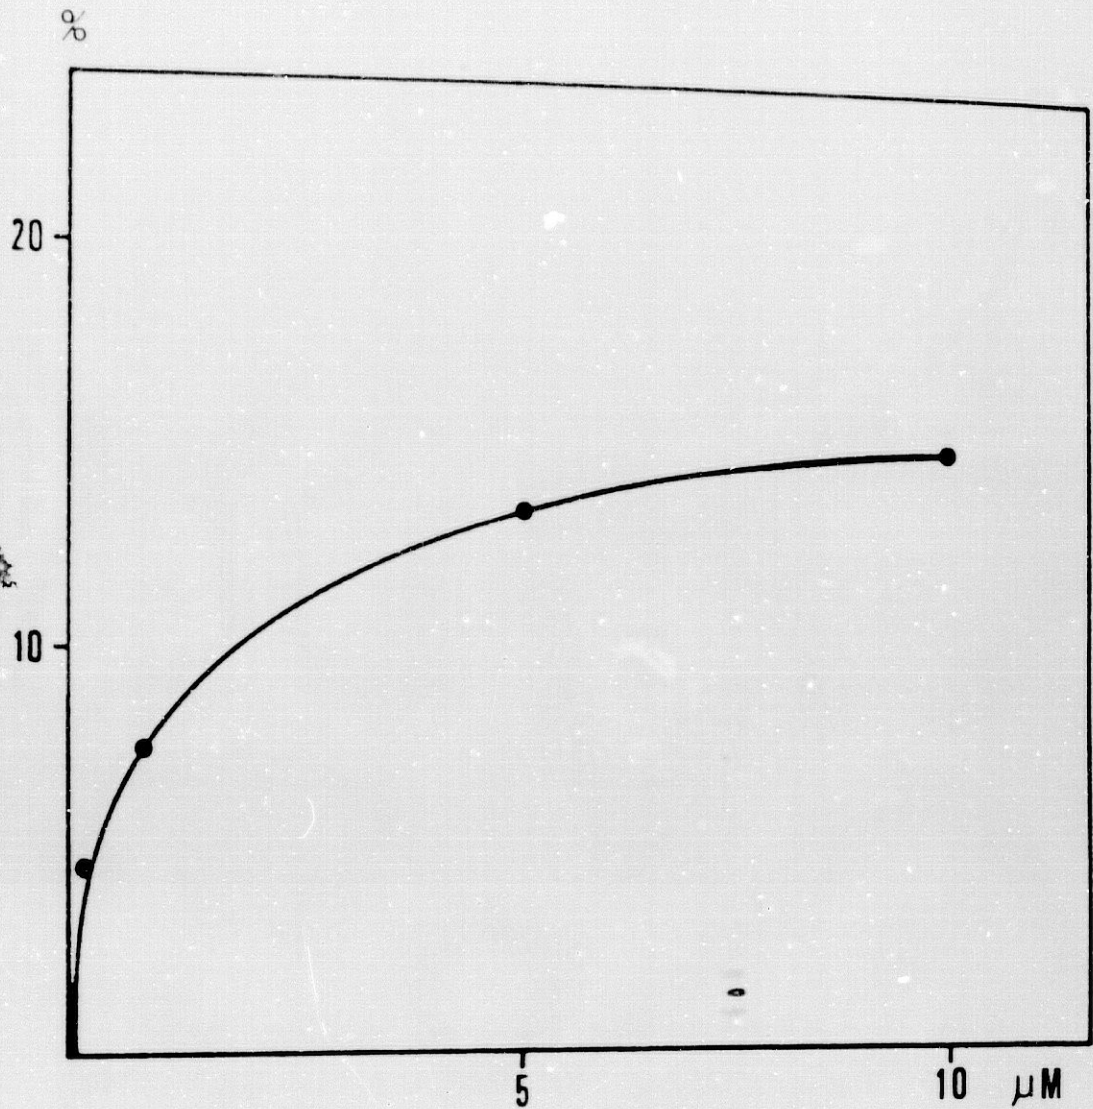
INFLUENCIA DEL 3 β -ADIOL EN LA FORMACION DE GMPc EN CUERO CABELLUDO ALOPECICO. 100 μ g DE PROTEINAS INCUBADOS A 37°C DURANTE 10 MINUTOS CON GTP 0.5 mM EN PRESENCIA DE CONCENTRACIONES CRECIENTES DE 3 β -ADIOL. LA ACTIVIDAD SE EXPRESA COMO PORCENTAJE DE AUMENTO EN LA FORMACION DE GMPc RESPECTO DE LA ACTIVIDAD BASAL
